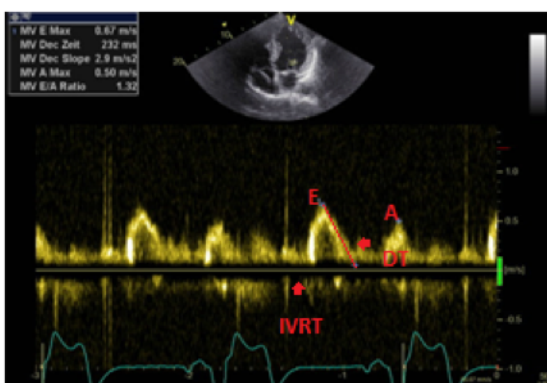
Flussprofil über der Mitralklappe mittels PW Doppler, Pseudonormale diastolische Funktion
